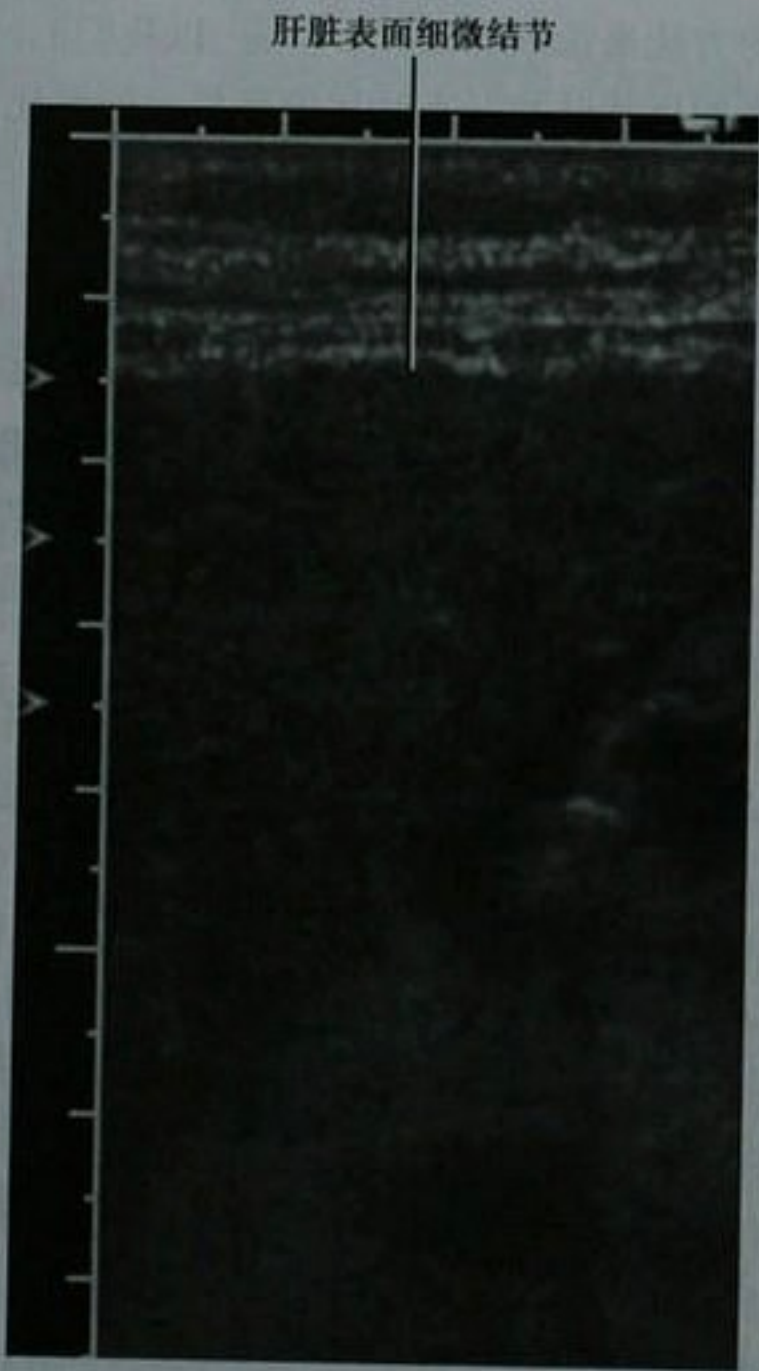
肝硬化患者采用高频线阵超声探头检查显示的肝左外侧段超声图像
